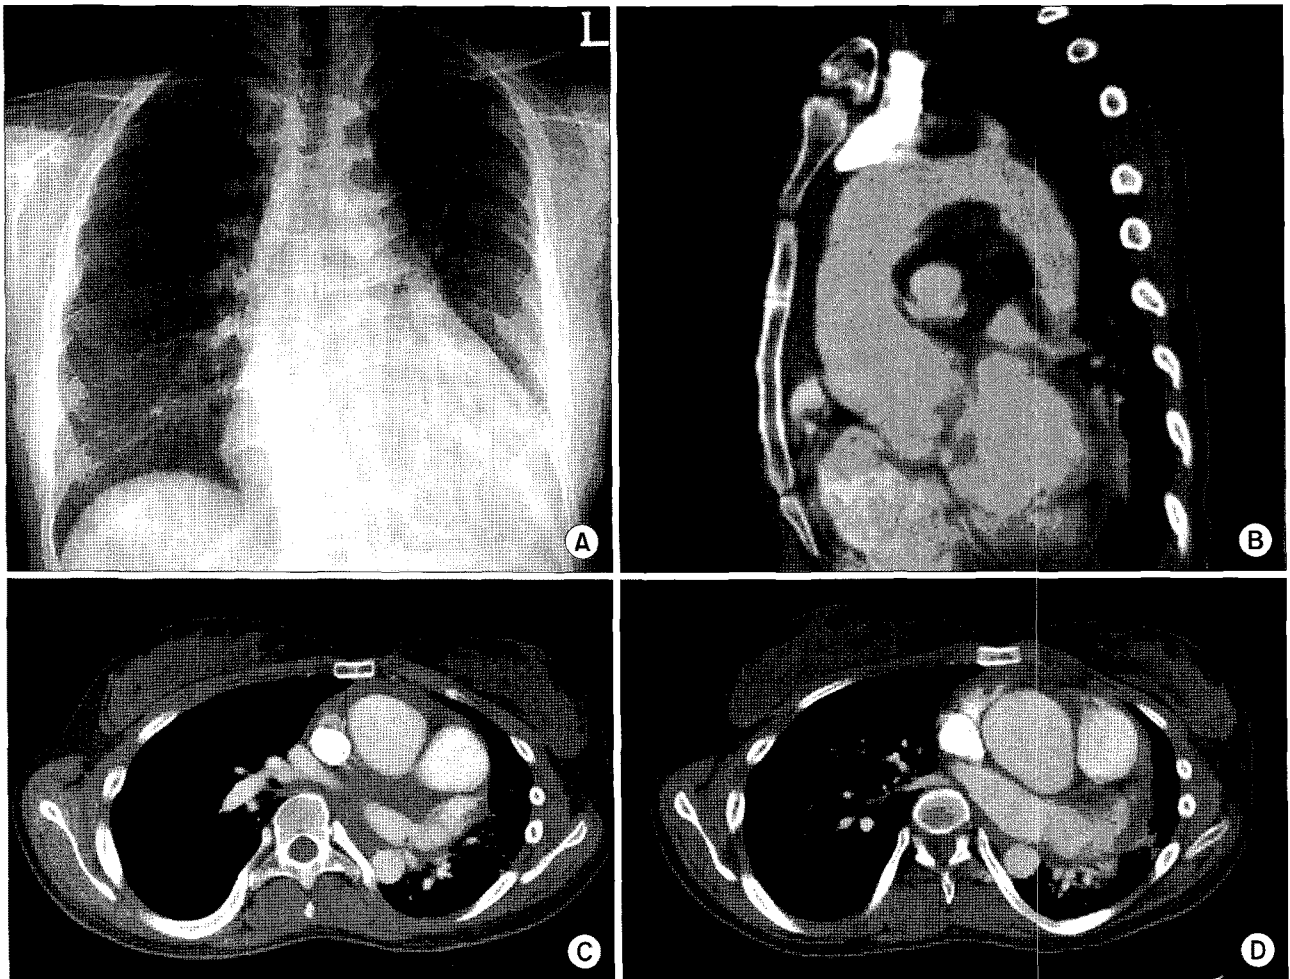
Preoperative plain X-ray showed mild cardiomegaly. And computed tomographic images demonstrated the maximal diameter of the sinus of Valsalva and the ascending aorta to be 45 mm, 30 mm, respectively.
